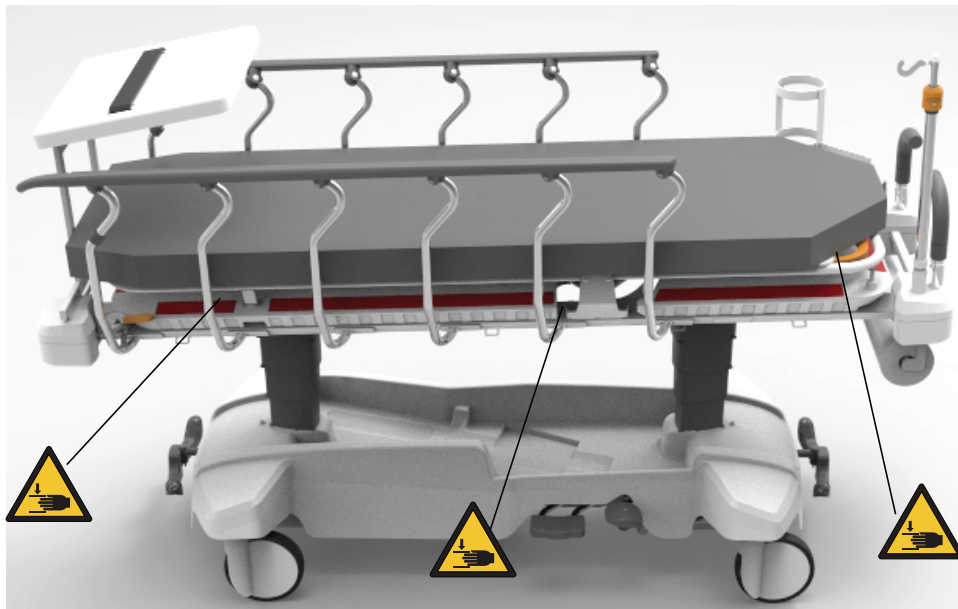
Punti di schiacciamento (solo per la barella con il portacassetta radiografica opzionale)
